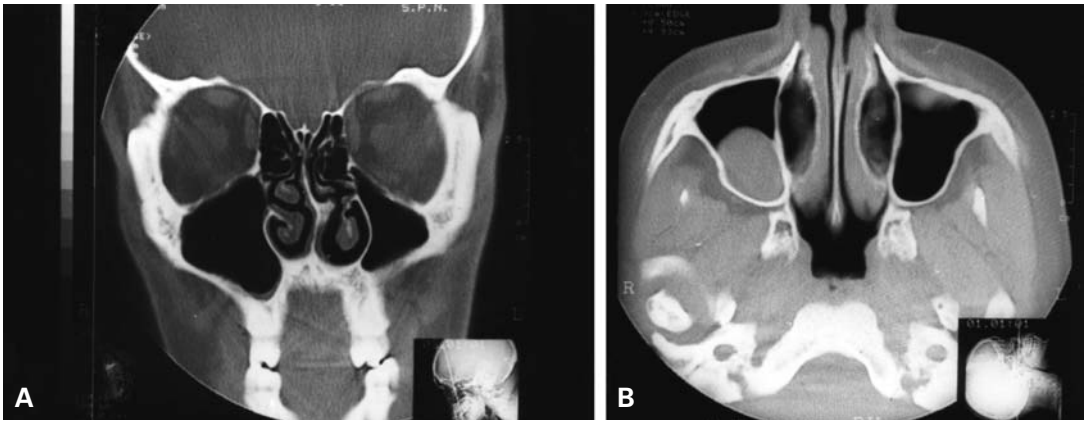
A: TC coronal que muestra asimetría de fosas y senos paranasales con gran cresta septal izquierda. B: Proyección axial de senos paranasales que muestra un quiste de retención en el fondo del seno maxilar derecho.
